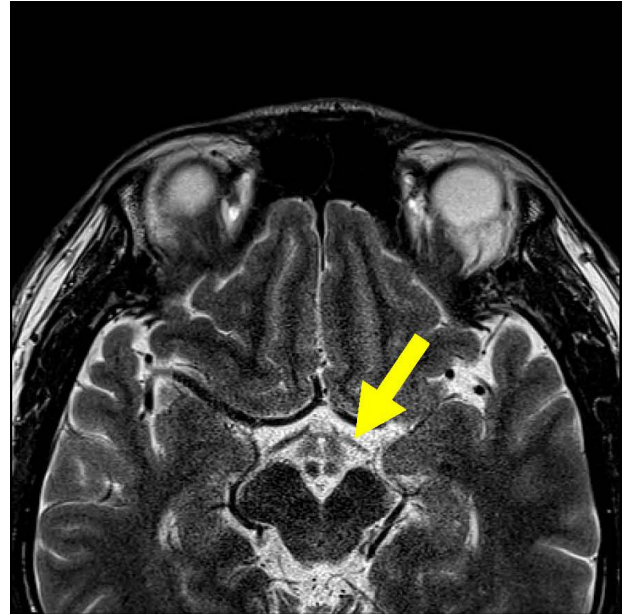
Mild atrophic change of the left optic tract was observed (arrow) in T2-weighted orbit magnetic resonance imaging.
